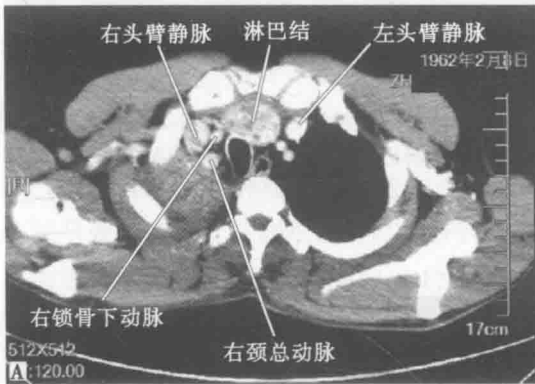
CT见右上肺和纵隔占位和疑诊右肾上腺转移
